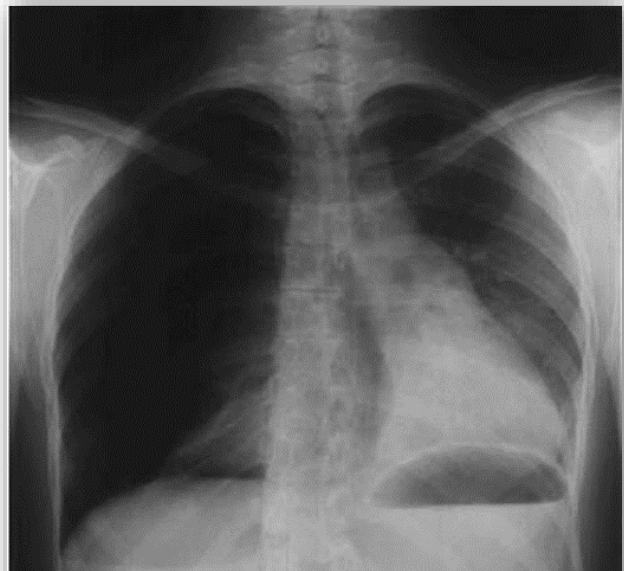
Radiografía posteroanterior de tórax de un paciente con neumotórax, nótese la ausencia de trama broncovascular con aumento de radiolucidez, aplanamiento diafragmático ipsilateral y desplazamiento de estructuras mediastinales.
